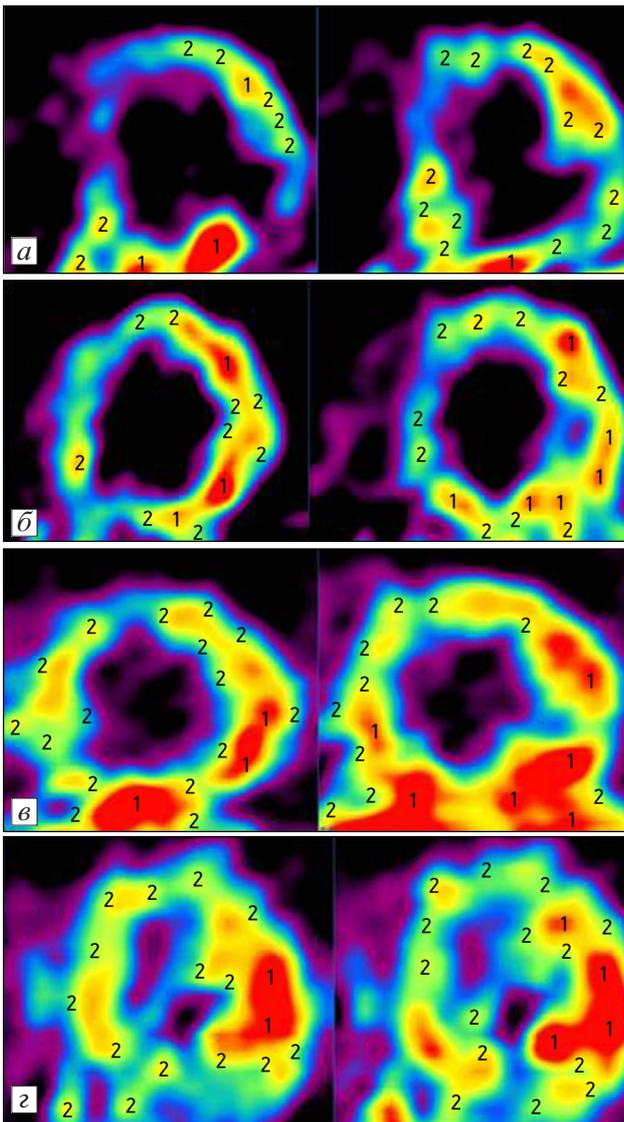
Динамика изменения перфузии миокарда при ПЭТ с ^{11}N -аммонием того же больного.
